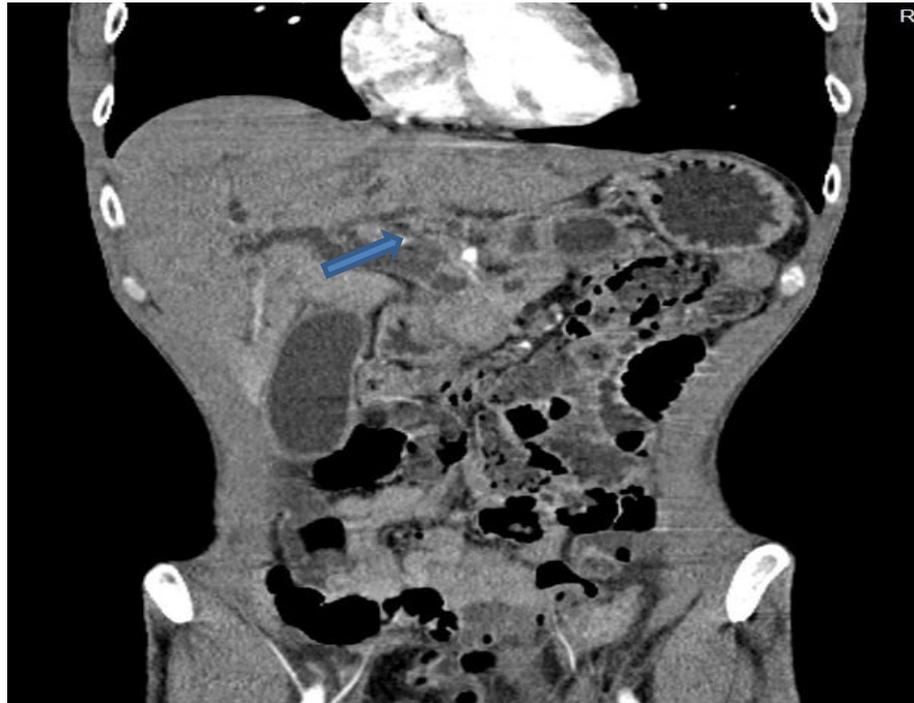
КТ фронтальна проекція з наявністю непрямих ознак пухлини голівки ПЗ: розширення ЗЖП вище місця оклюзії.
